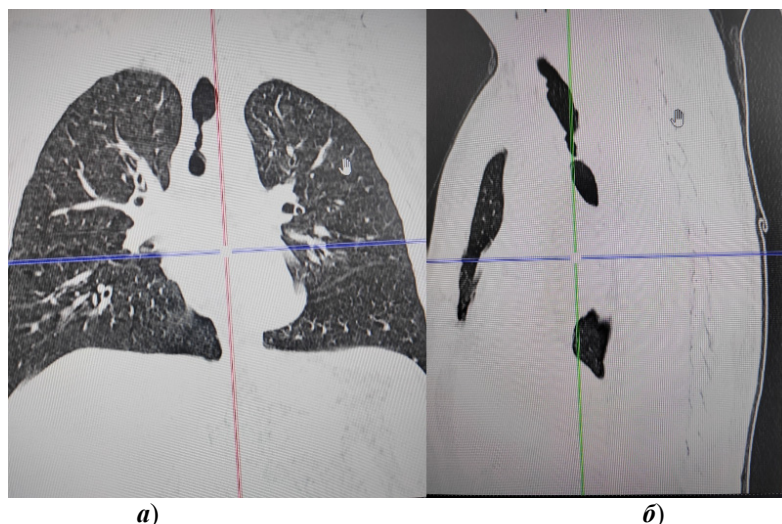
Спиральная компьютерная томография органов грудной клетки в прямой (а) и боковой проекциях (б)
